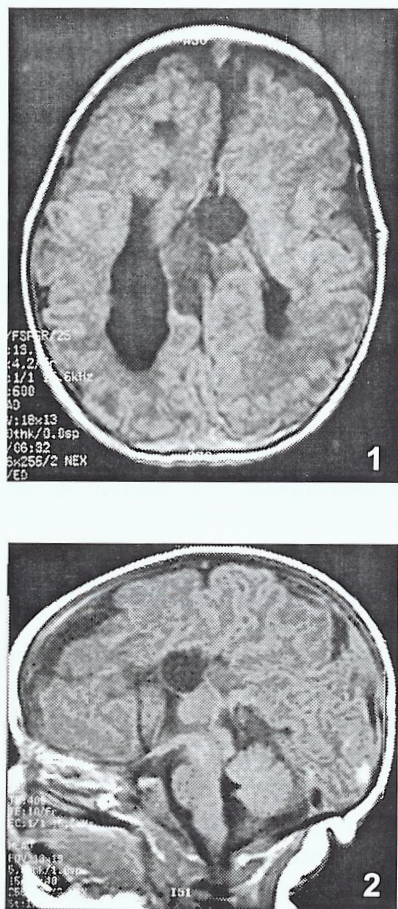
RMN cerebral – agenesia total do corpo caloso, formações quísticas interhemisféricas e heterotopias corticais
